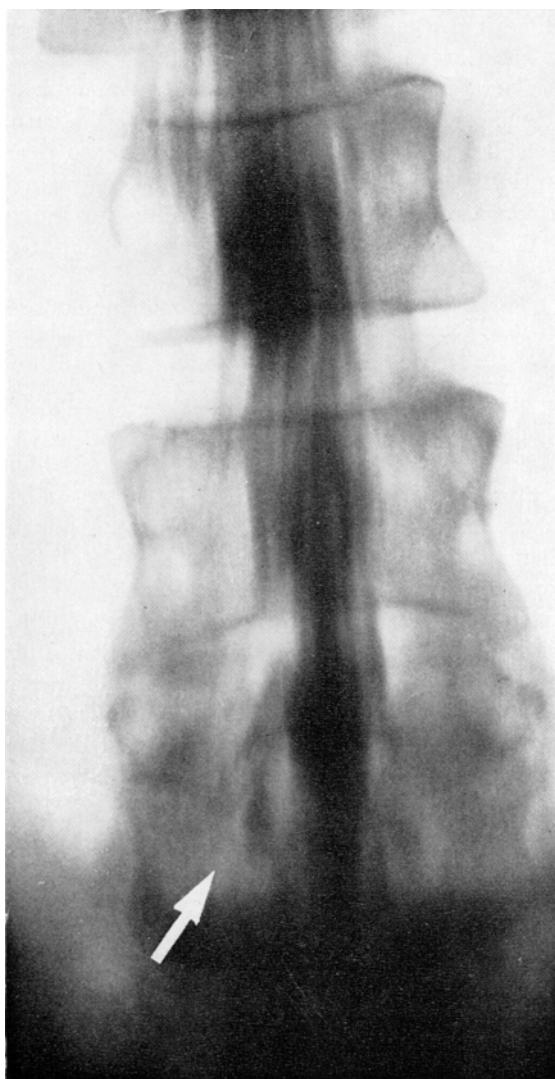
K. E., weiblich, 35 Jahre (Kr.-Bl. Nr. 398/72 — 824/72). Zustand nach Bandscheibenoperation L 4/5 links. 5 Monate später Ischialgien rechts. Tomographie im a.p.-Strahlengang. Aussparung des Kontrastmittelbandes zwischen L 4/5 rechts. Unterbrechung der Wurzel L 5. Die Wurzeln S 1 und S 2 scheinen einen gemeinsamen Abgang zu haben. Dies wurde operativ bestätigt
